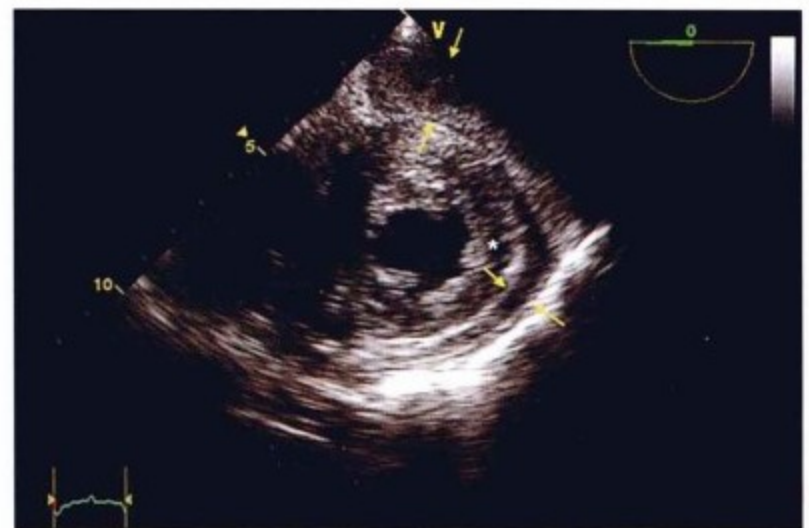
严重的心包增厚的不同超声心动图表现(箭头间),LV后壁和侧壁。星号示心肌。
